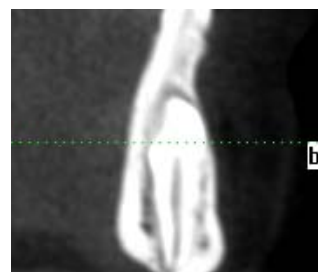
Przekrój poprzeczny trzonu żuchwy na poziomie zęba 32. (CBCT, odstęp 0,3 mm). Ząb 32 ustawiony językowo w stosunku do zatrzymanego zęba, bez śladów resorpcji.
